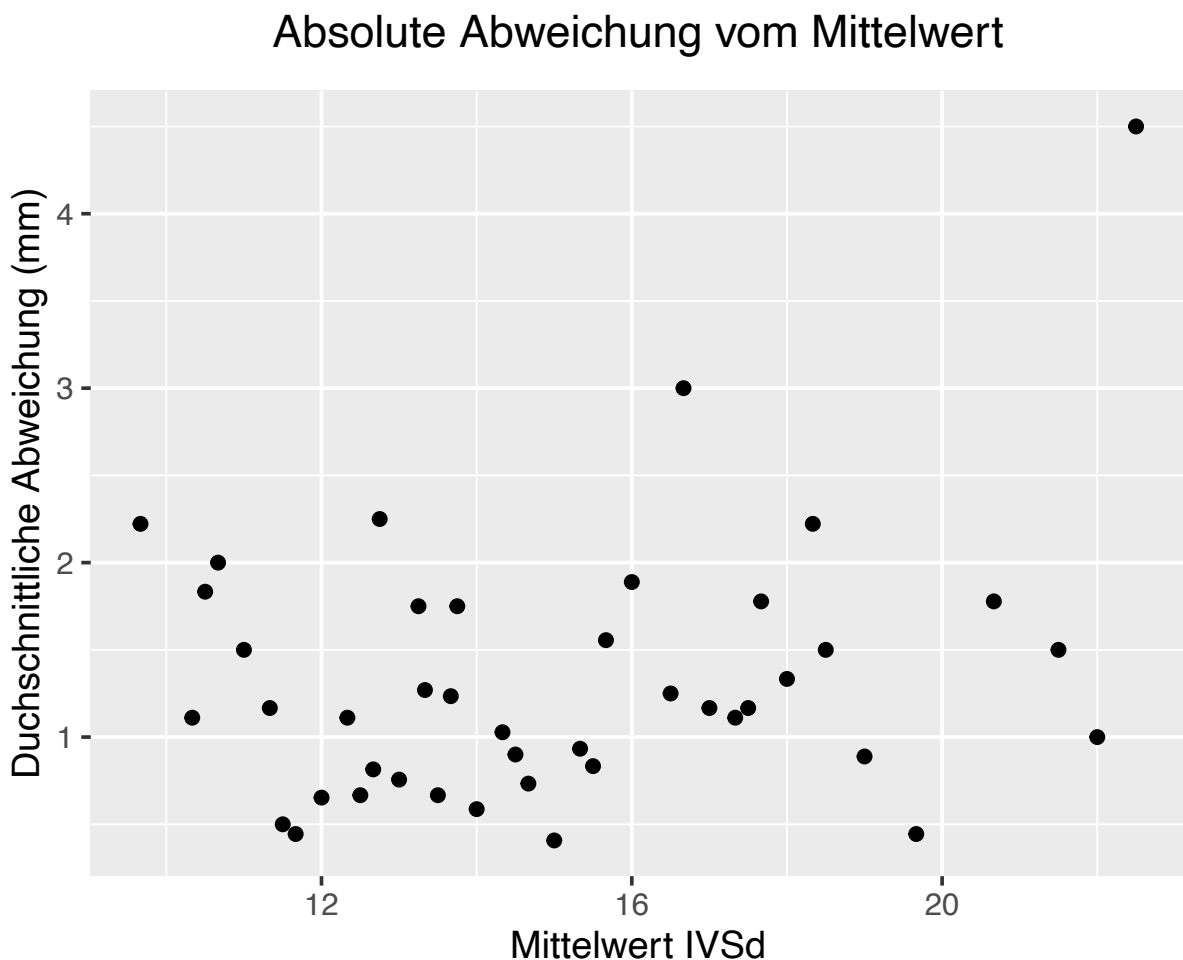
Absolute Abweichung vom Mittelwert: Es wurde der Mittelwert aller im angegebenen Zeitraum stattgefundenen Echokardiographien bestimmt und anschließend die durchschnittliche Abweichung aller Messungen zu diesem Mittelwert. Zur besseren Veranschaulichung werden alle absoluten Abweichungen vom jeweiligen Mittelwert kumulativ betrachtet.
